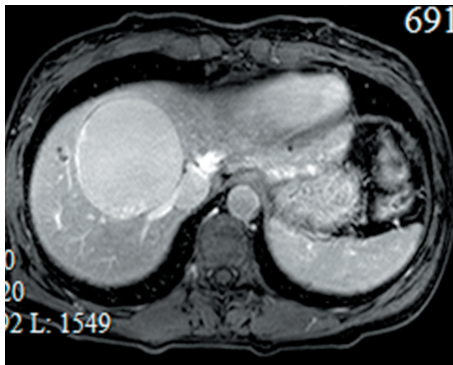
Магнитно-резонансная томография пациентки 3 до оперативного лечения
